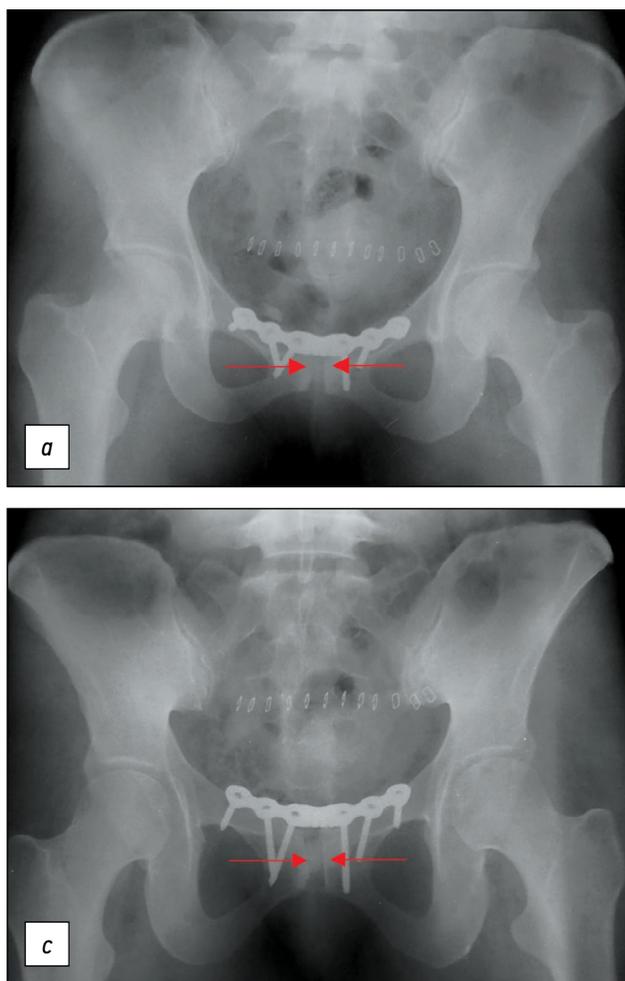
Контрольные рентгенограммы пациентки Г. после операции. *a* — переднезадняя проекция, *b* — каудальная проекция, *c* — краниальная проекция (резекция лобкового симфиза, металлодез переднего полукольца таза пластиной).
